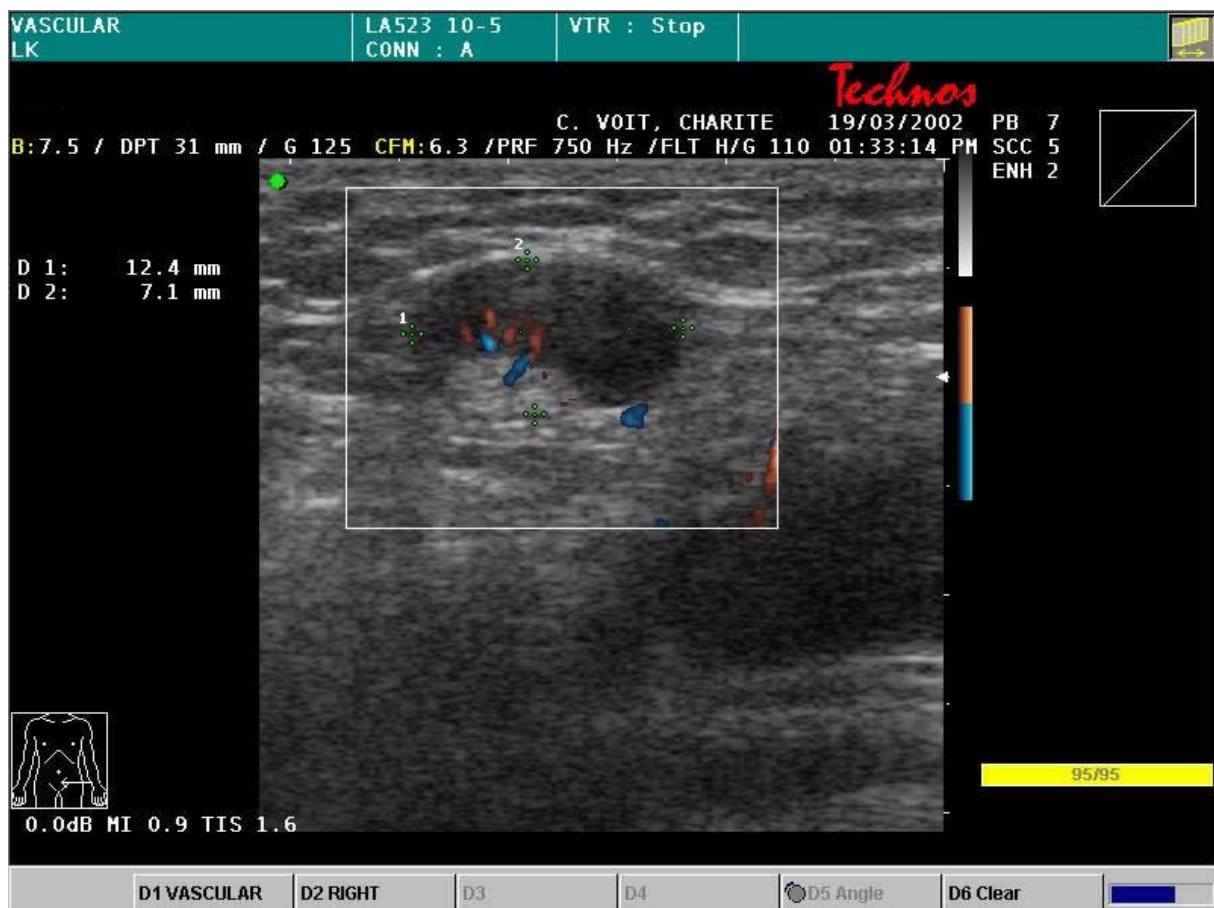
a: Beginnende Lymphknotenfilia, sonographischer Aspekt des dezentralisierten Binnenechos
